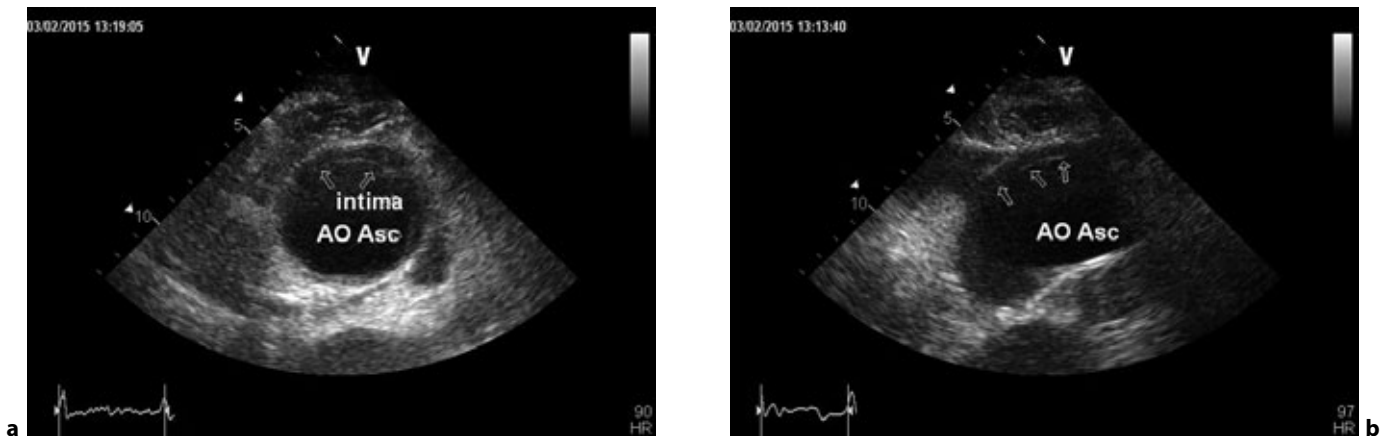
Proiezione parasternale destra asse corto (a). Immagine semilunare di doppio contorno in sede anteriore, con separazione intima avventizia pari a 8 mm, suggestiva per ematoma intraparietale. Proiezione parasternale destra asse lungo (b). Immagine a doppio contorno in sede anteriore, suggestiva per ematoma intraparietale. V, vertice; AO Asc, aorta ascendente.
